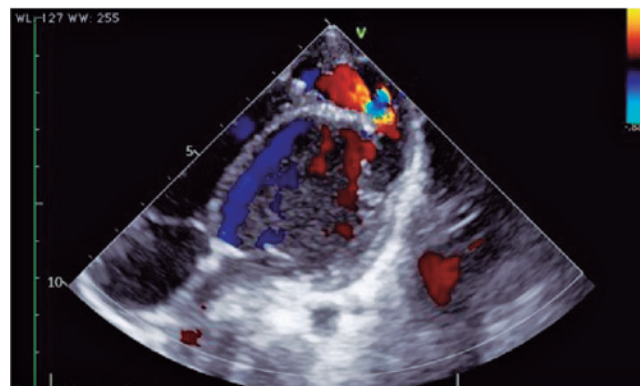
Imagens de ecocardiografia transtorácica mostram o retalho cirúrgico e o fluxo na extremidade do retalho, como revelado pelo Doppler colorido.
